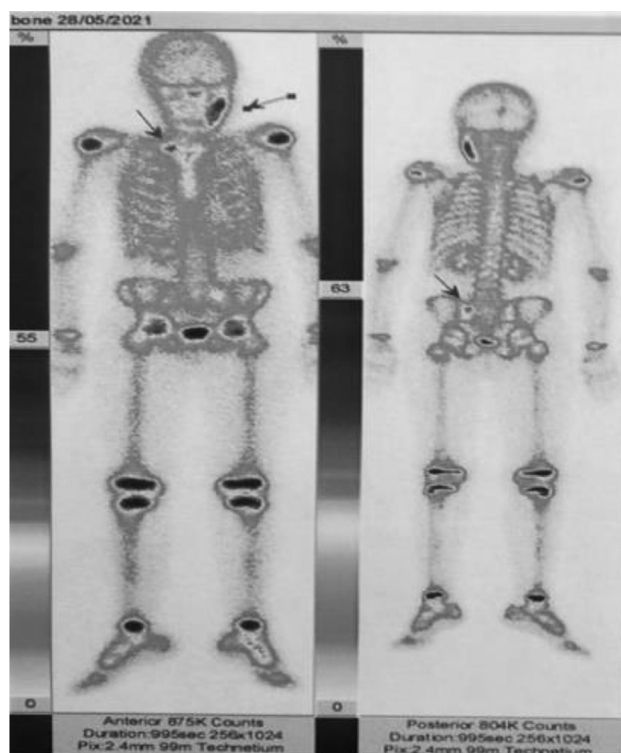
Остеосцинтиграфия ребенка с ХРМО
